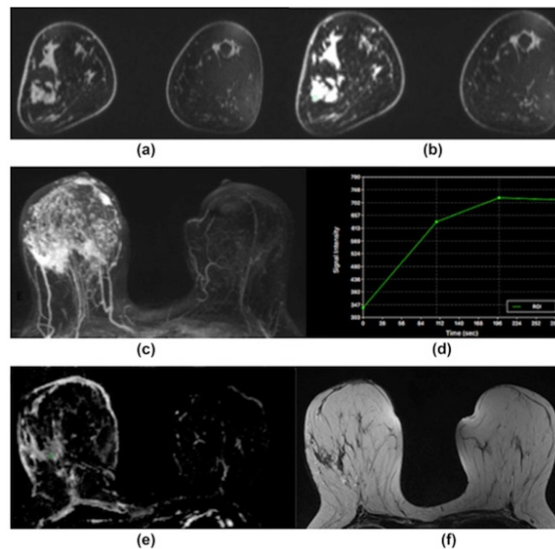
CDI grau 3 da mama direita de uma mulher de 40 anos no campo magnético 3T. (a)- imagem pré-contraste, (b) imagem com contraste, (c) imagem DCE, (d) curva de intensidade de sinal/tempo, (e) imagem de DWI, (f) imagem T2 sem saturação de gordura⁽⁴²⁾.
